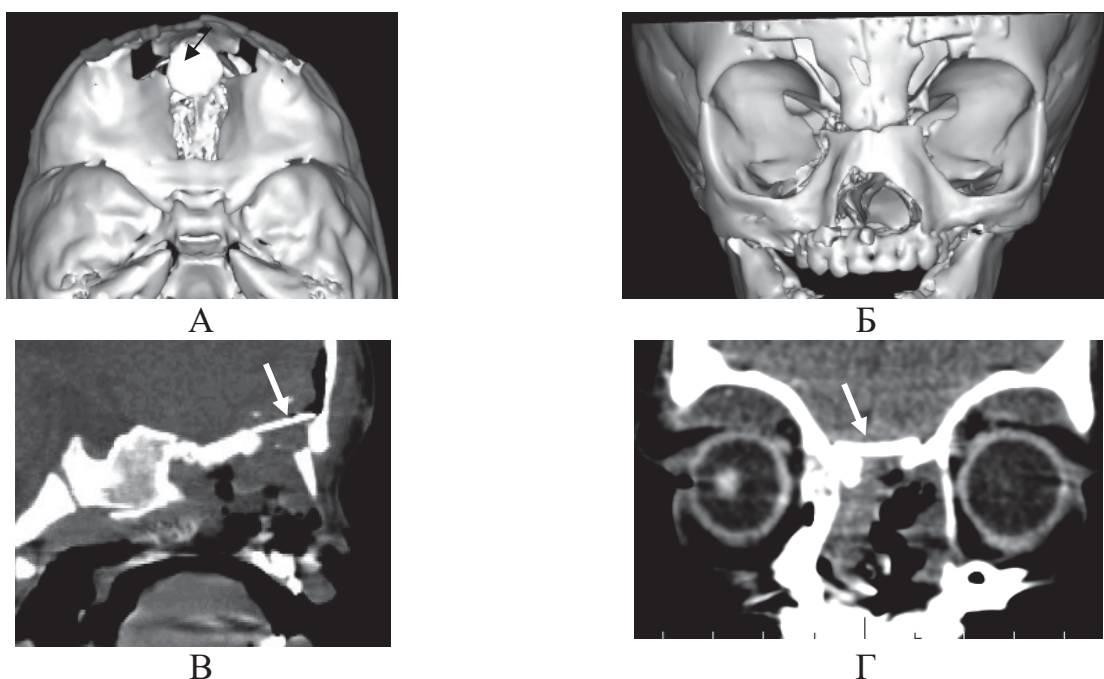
А-Г КТ головного мозга в динамике, 3D реконструкция - послеоперационные изменения в основании передней черпной ямки. Стрелками указан установленный фрагмент аутокости для пластического закрытия дефекта основания черепа
